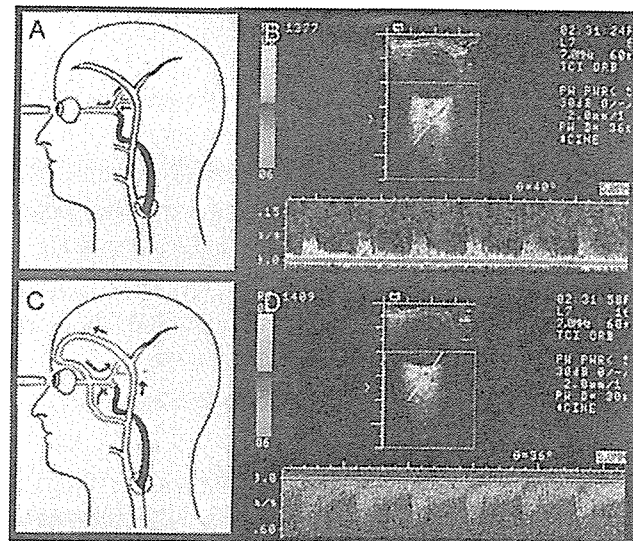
Relationship between hemodynamic pathways and ophthalmic artery color Doppler flow imaging in internal carotid artery occlusion. A, antegrade ophthalmic artery flow with a well developed collateral pathway via the posterior communicating artery. B, arched [DD1] stenotic ophthalmic artery color Doppler flow pattern. C, reversed ophthalmic artery flow with poor collateral blood flow via the posterior communicating artery. D, reversed ophthalmic artery color Doppler flow pattern.
